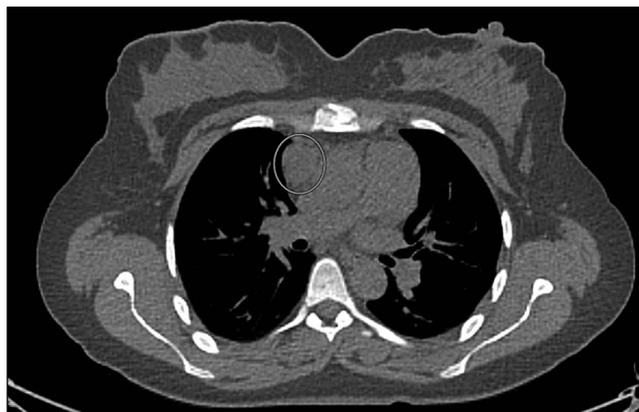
ПЭТ/КТ грудной клетки. Кругом отмечена аденома ПЩЖ переднего средостения.
